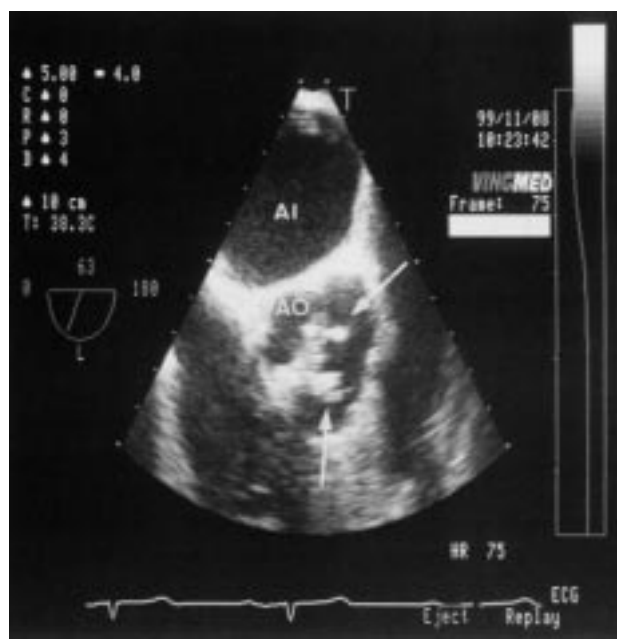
Ecocardiograma transesofágico multiplano. Plano de grandes vasos con angulación de 63°. Se aprecian velos aórticos difusamente engrosados, con dos nódulos (flechas) de ecogenicidad aumentada de 0,5 cm de diámetro máximo, que dependen del borde libre de los velos coronarios derecho e izquierdo. Al: aurícula izquierda; Ao: aorta.
